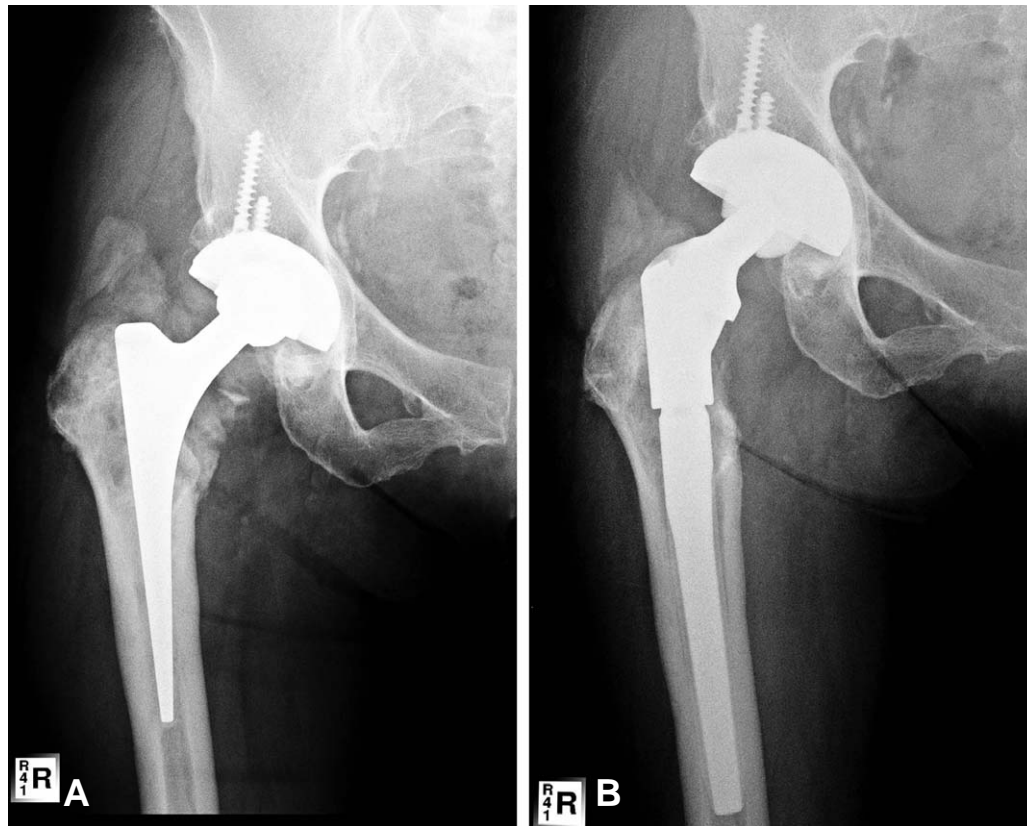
A 56 year-old male who had received a proximal modular MP THA, but 4 years later, infection was developed, (A) Preoperative radiographs show antibiotics mixed cement beads inserted in the joint space (B) After 6weeks later, proximal segment was changed and insert a new liner.
